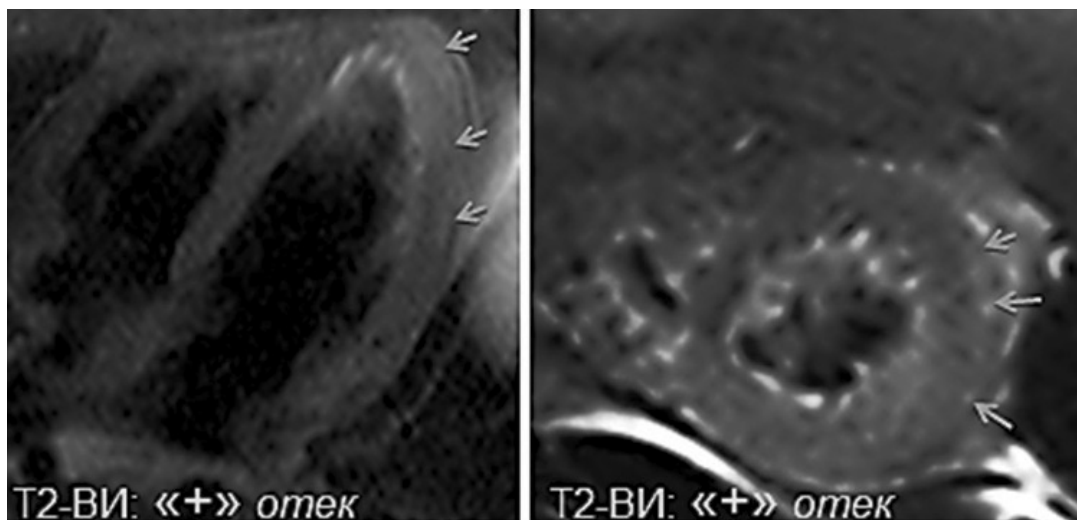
МРТ пациента К. без введения контрастного вещества (25.04.2019 г.).
